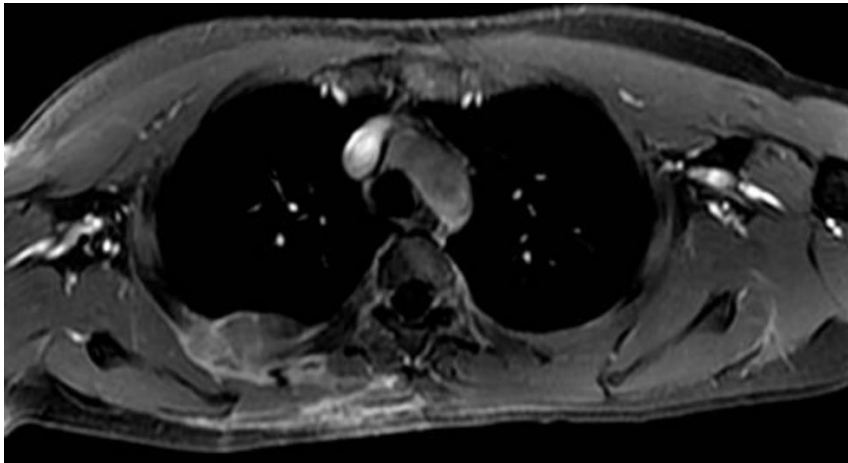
La même masse sus-décrite, en IRM en séquence Fat Sat.
